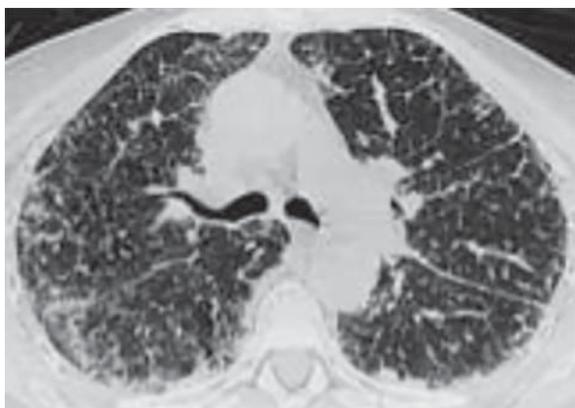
Диффузная форма AL-амилоидоза легких. КТ: ретикулярно-узелковый паттерн изменений преимущественно в субплевральных зонах [8].
